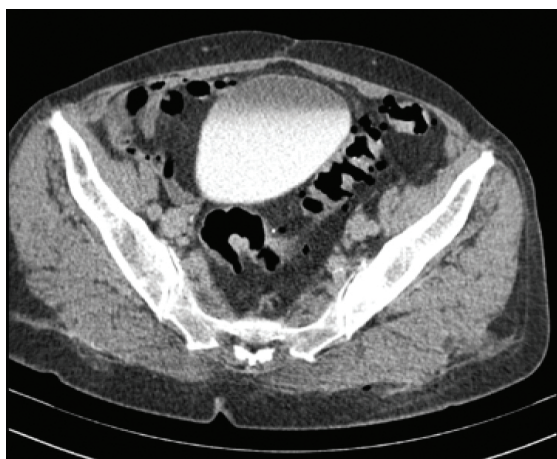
КТ. Частина дивертикулів простежується після роздування товстої кишки повітрям
